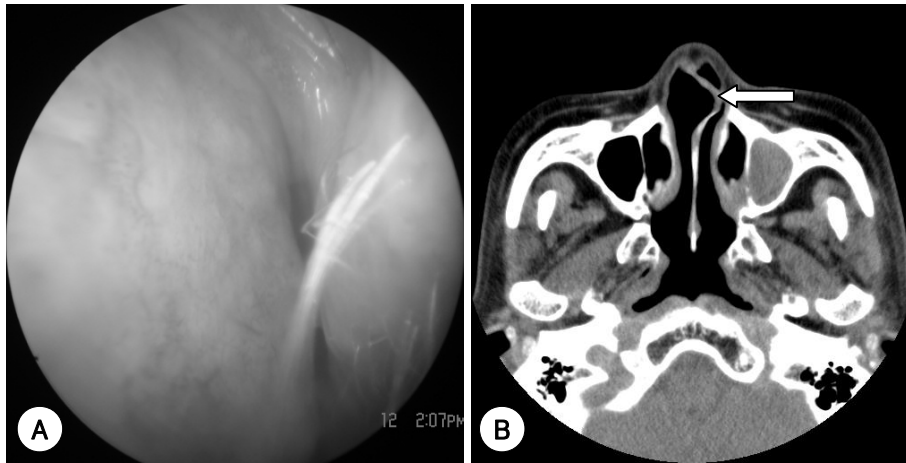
A : Preoperative finding : severely deviated anterior nasal septum. B : CT finding of severely deviated anterior nasal septum (white arrow).
